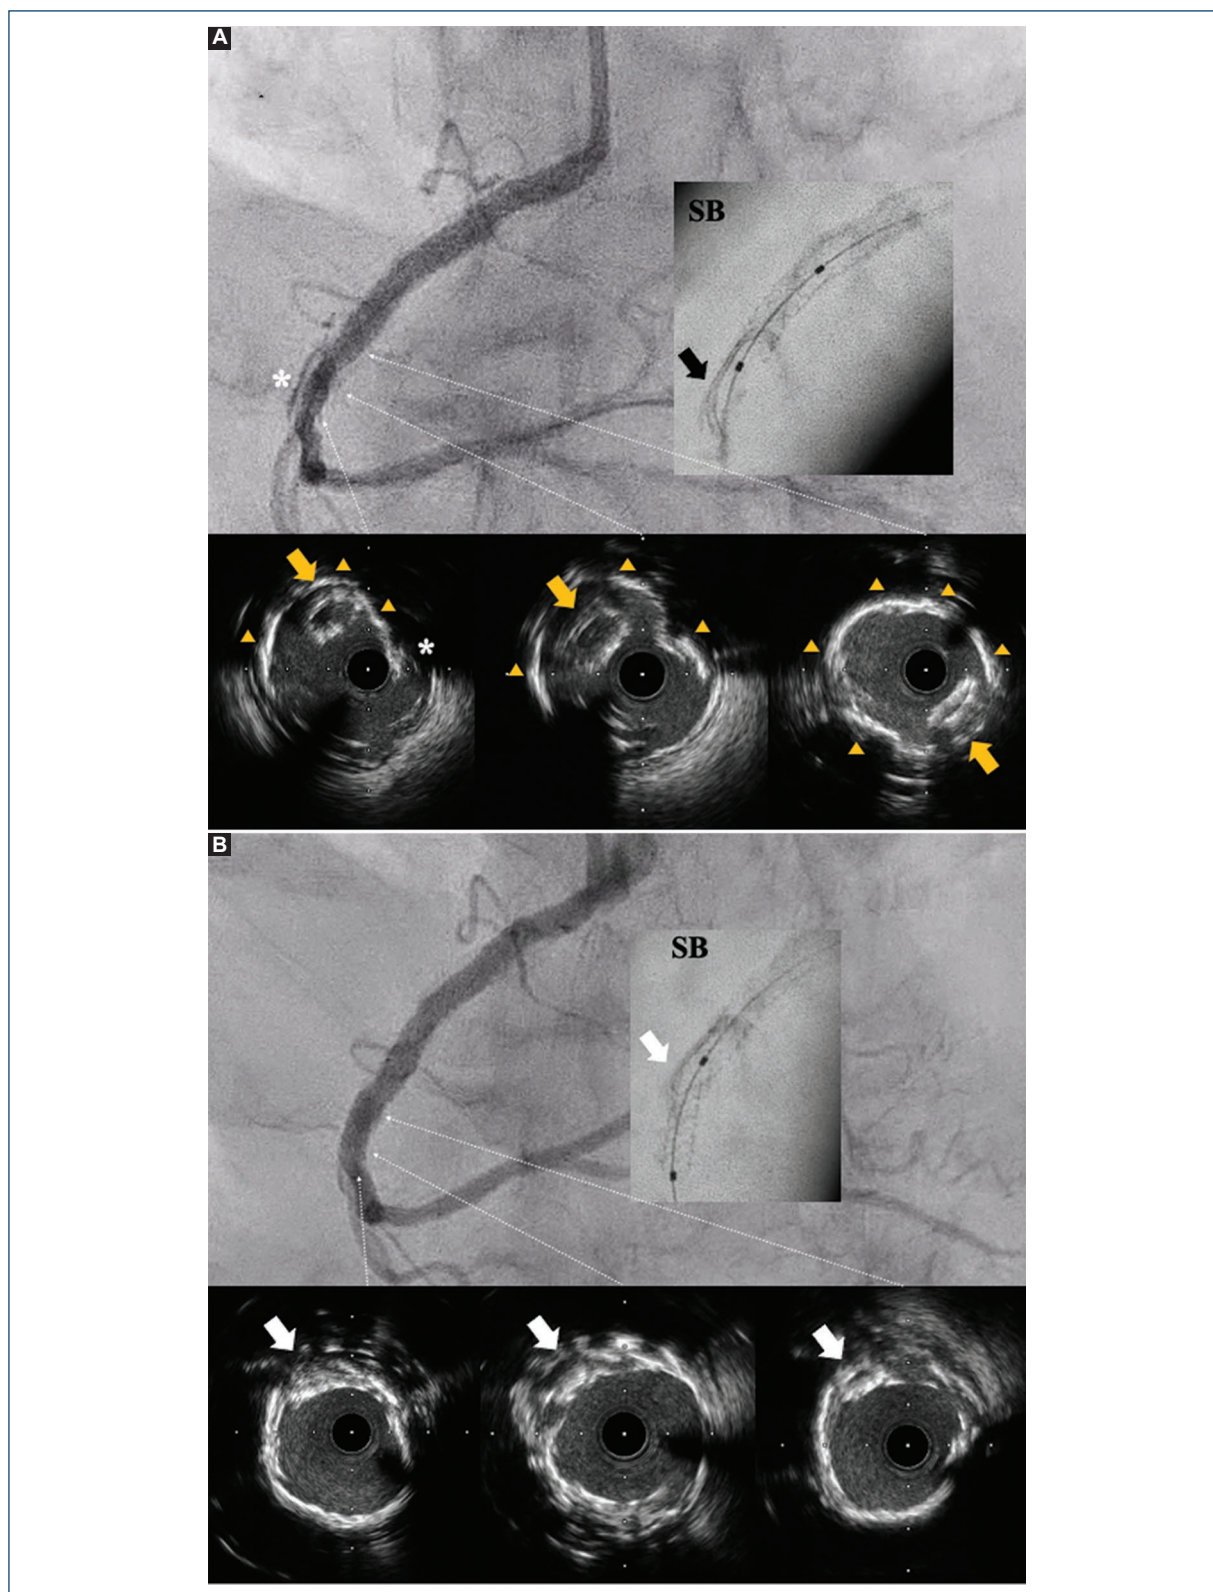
A: imágenes de angiografía coronaria y ultrasonido intravascular que muestran la disección coronaria distal (asteriscos), la presencia de calcificación circunferencial de la arteria coronaria derecha (triángulos) y una imagen ecogénica elíptica dentro de la luz coronaria correspondiente al *stent* desprendido y no expandido (flechas amarillas), confirmada por la imagen de *Stent Boost* (SB) (flecha blanca). B: imágenes de angiografía coronaria y ultrasonido intravascular tras aplastar el *stent* desprendido (flechas blancas), y resultado del tratamiento exitoso de la disección coronaria con un *stent* liberador de everolimus de 3.0 × 18 mm.
